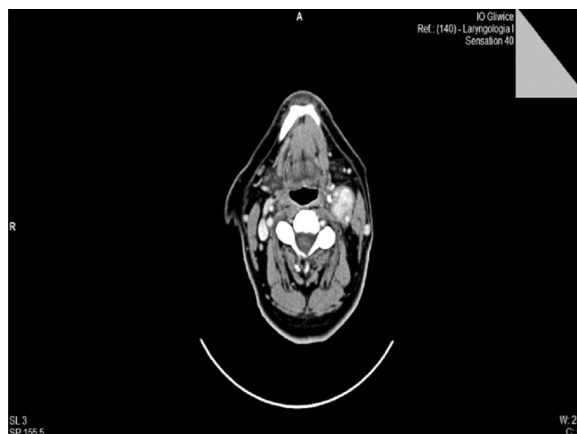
Obraz TK kłębczak tętnicy szyjnej lewej, stan przed radioterapią (ojciec)
